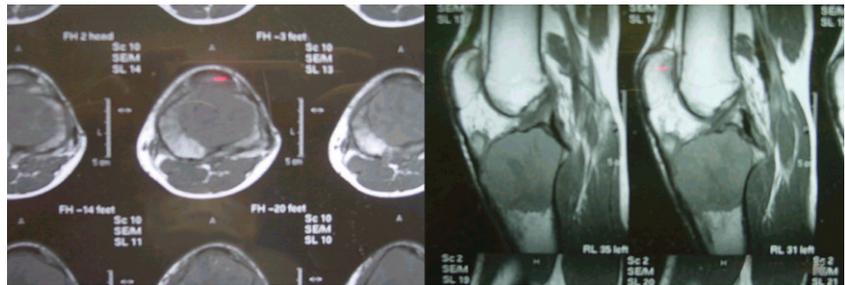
RM mostrando a grande dimensão do tumor e a sua proximidade com o tendão patelar e a cortical lateral e posterior.
